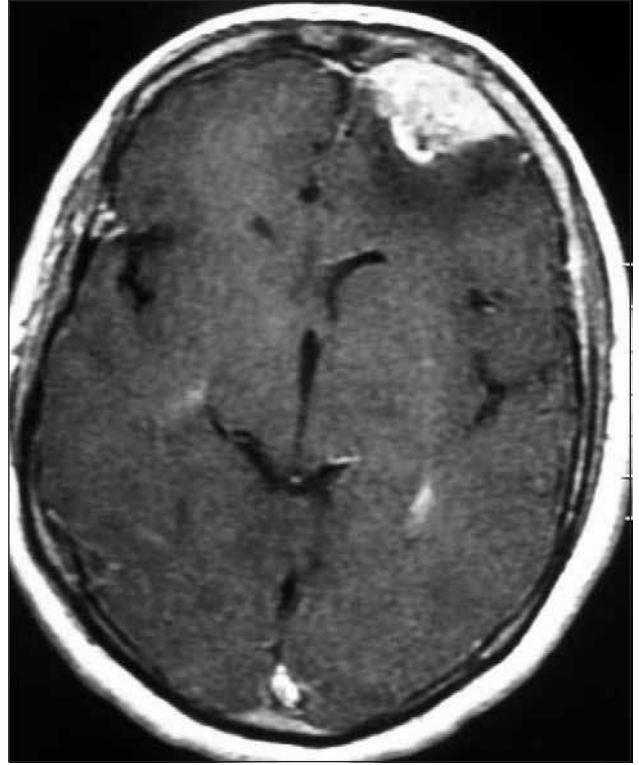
Beyin metastazı (sol), beyin absesi (orta), ve glioblastoma multiforme (sağ) tanısı alan hastaların kontrastlı MRG'leri.
